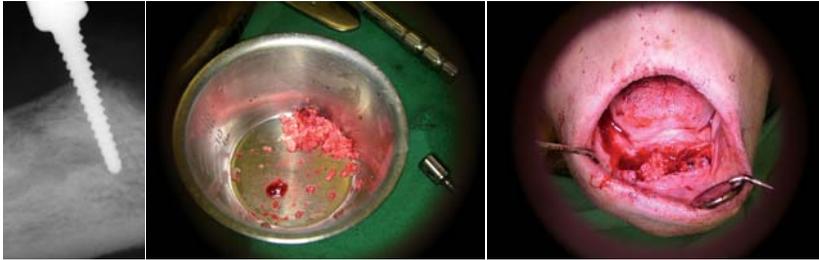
Intraoperative Röntgenkontrolle. – Abb. 5: Knochenspäne. – Abb. 6: Augmentation mit autologem Material.
